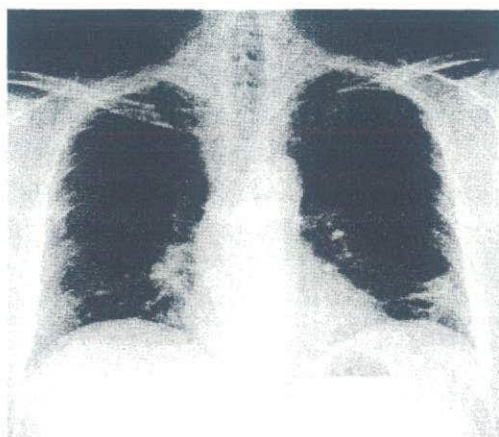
Chest X-ray on admission showed bilateral ground-glass appearance and consolidation with a decrease in volume of both lung fields.
